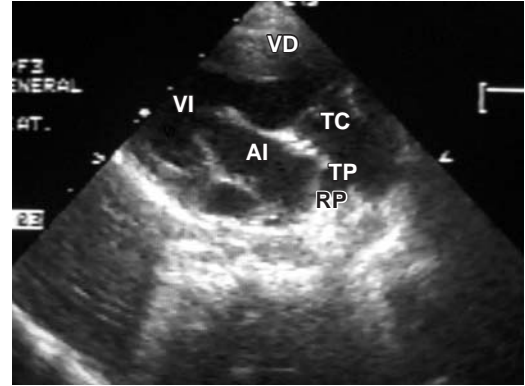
Muestra el ecocardiograma en un eje corto paraesternal en donde se observa la salida de un solo vaso que cabalga sobre el septum interventricular y que se bifurca para dar origen a la circulación coronaria, circulación pulmonar, a través de un tronco del cual se originan ambas ramas pulmonares y la circulación sistémica. Abreviaturas: AI: Atrio izquierdo, RP: Ramas pulmonares, TC: Tronco común, VD: Ventrículo derecho, VI: Ventrículo izquierdo, VM: Válvula mitral.
